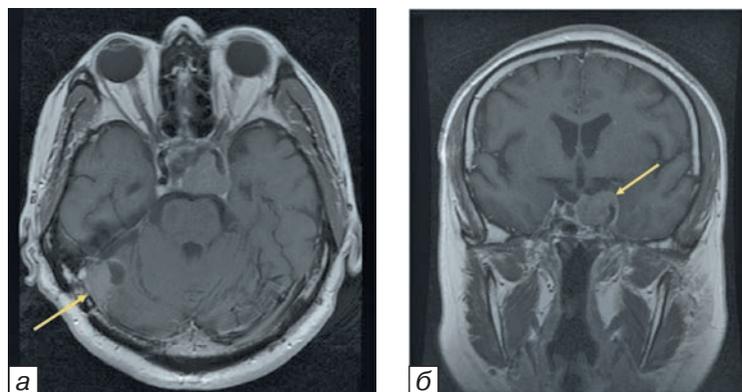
Контрольные МР-томограммы с контрастным усилением; а — выявляется остаточная ткань опухоли в области правого гемисферы мозжечка; б — выраженный рост аденомы гипофиза в селлярной области — эндо-супра-латеро(S)селлярный рост. Опухоль указана желтыми стрелками.
